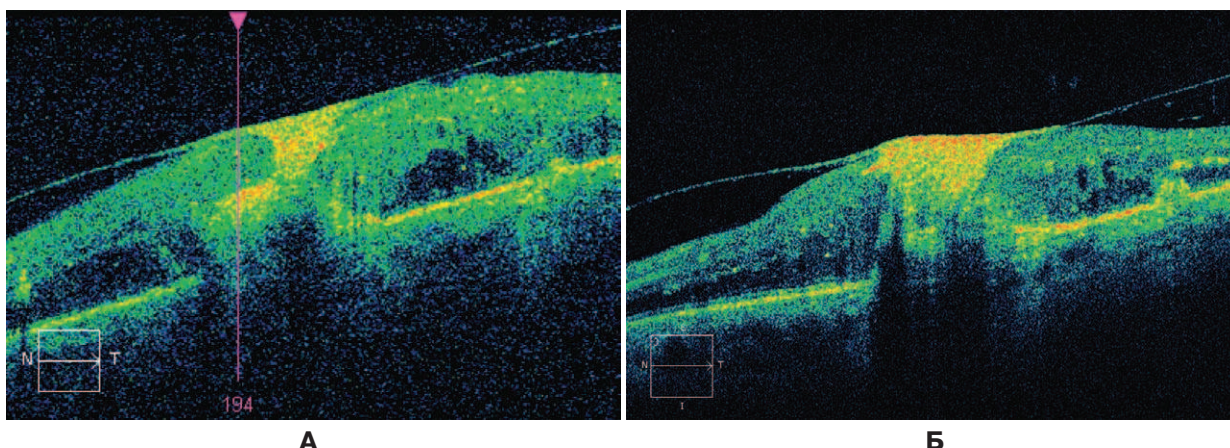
Томограмма макулы пациентки с выраженным ДМО. А – ОСТ до лечения. На вертикальном скане определяется резкое утолщение сетчатки, интравитреальные кисты. Слои сетчатки четко не прослеживаются. В фовеа – массивный твердый экссудат. Б – ОСТ после 2 инъекций лувентиса. Отек сетчатки уменьшился. Рассасывания твердого экссудата нет.
